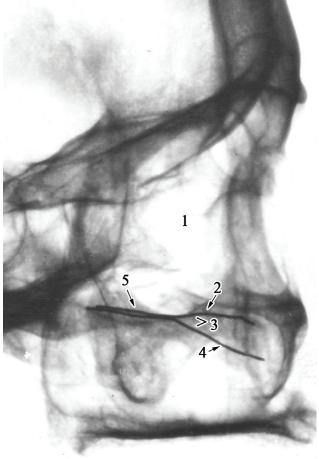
Удвоение подглазничного канала. Рентгенограмма черепа (боковая проекция).
